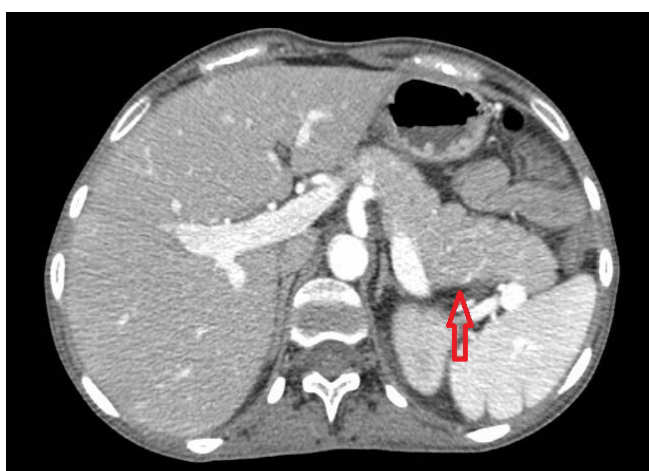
Hallazgos compatibles con pancreatitis aguda en TAC abdominal.
